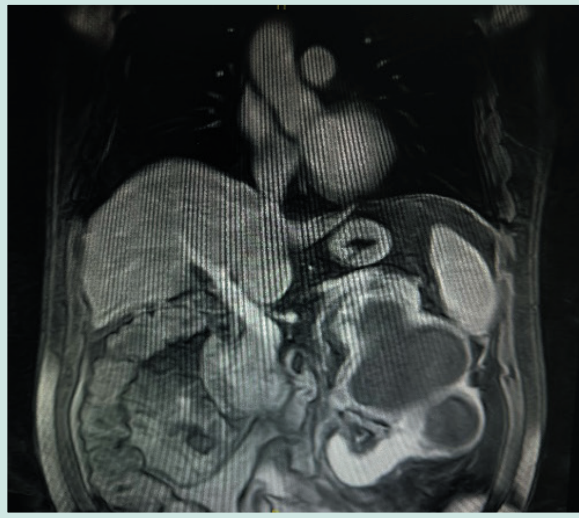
RMN de abdomen y pelvis
